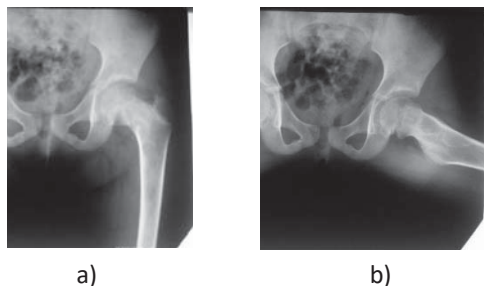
Рентгенограми хворого І., спост. №28 (іст. хв. 453716) з моноосальною формою ФД проксимального відділу стегнової кістки у прямій задній (а) та боковій (б) проєкції, що представлено патологічними осередками із розрідженою структурою у вигляді «матового скла» та чіткими склеротичними контурами
